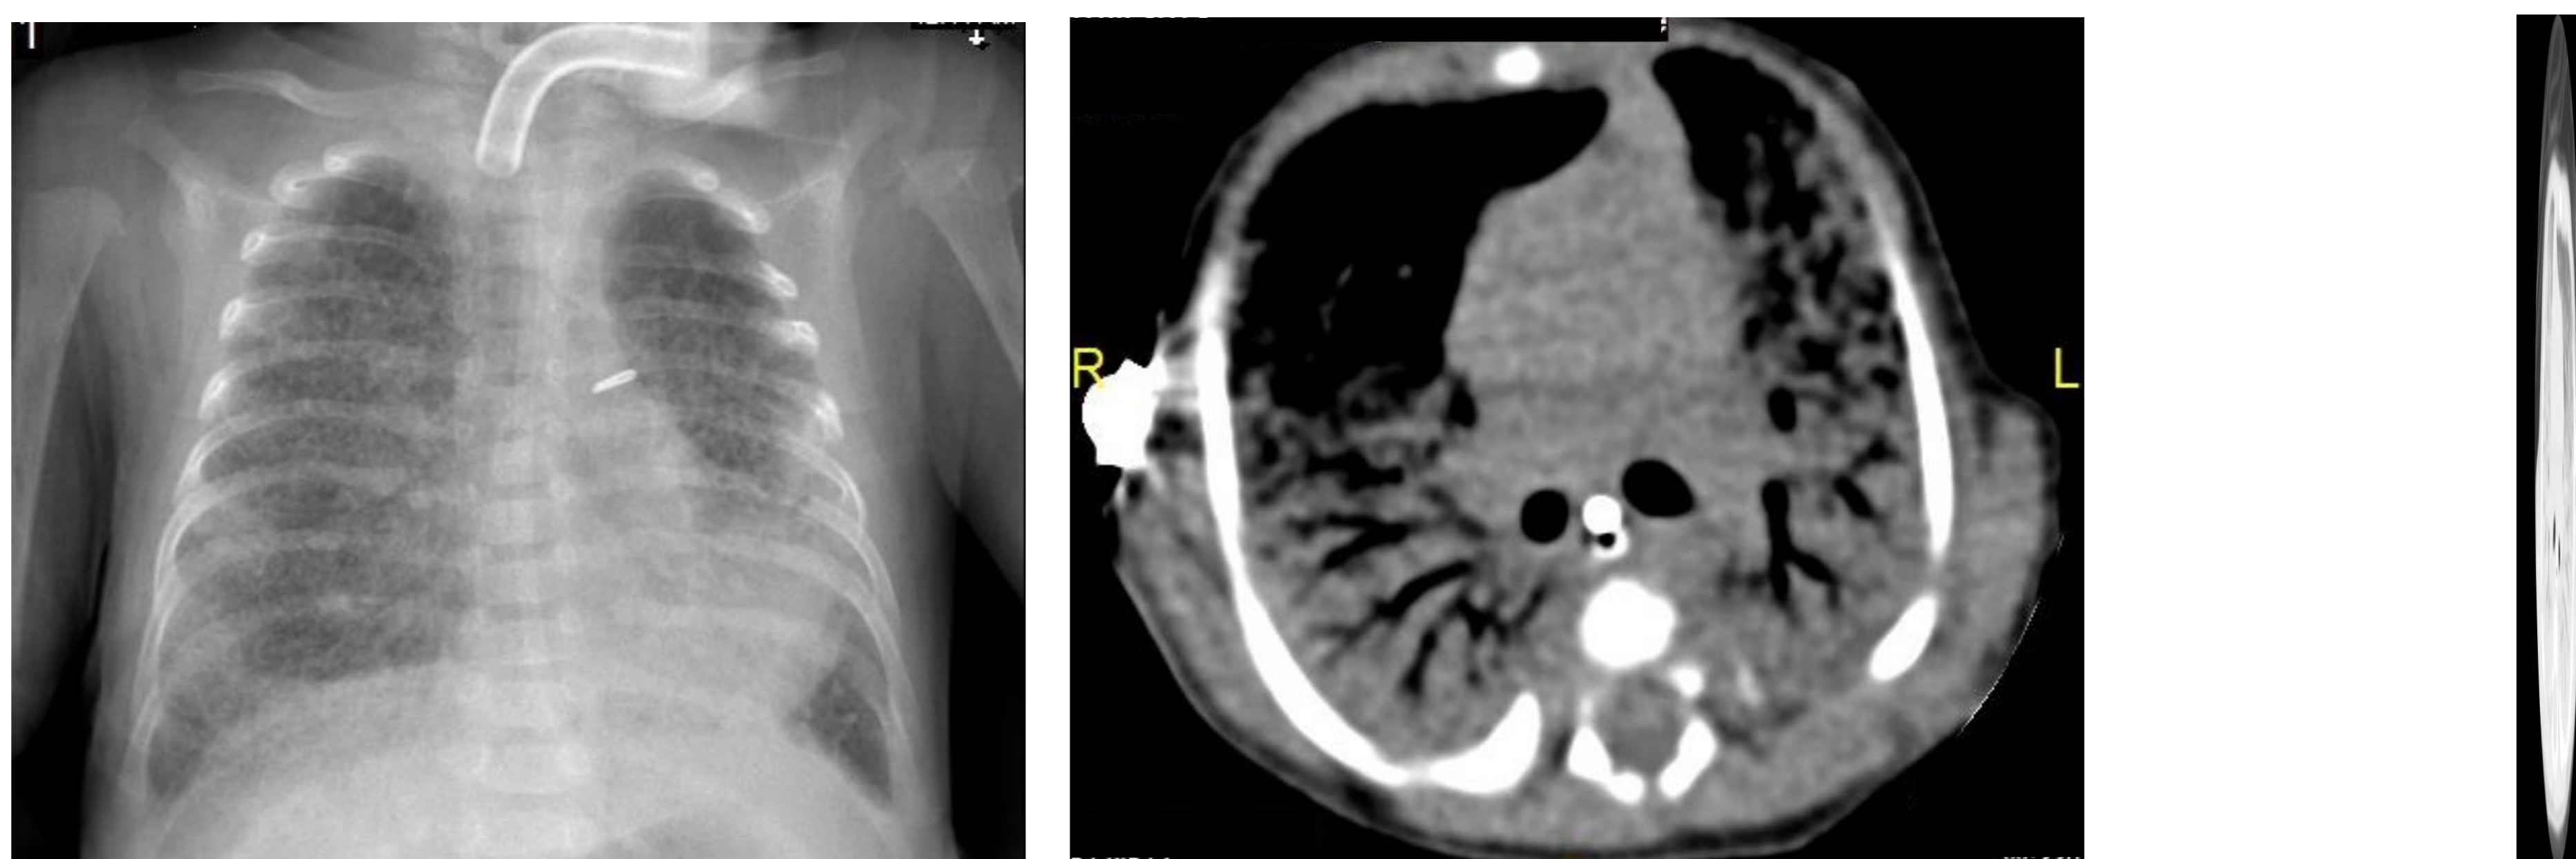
Radiografía de tórax con opacidades intersticiales difusas, tendencia a la consolidación de lili
